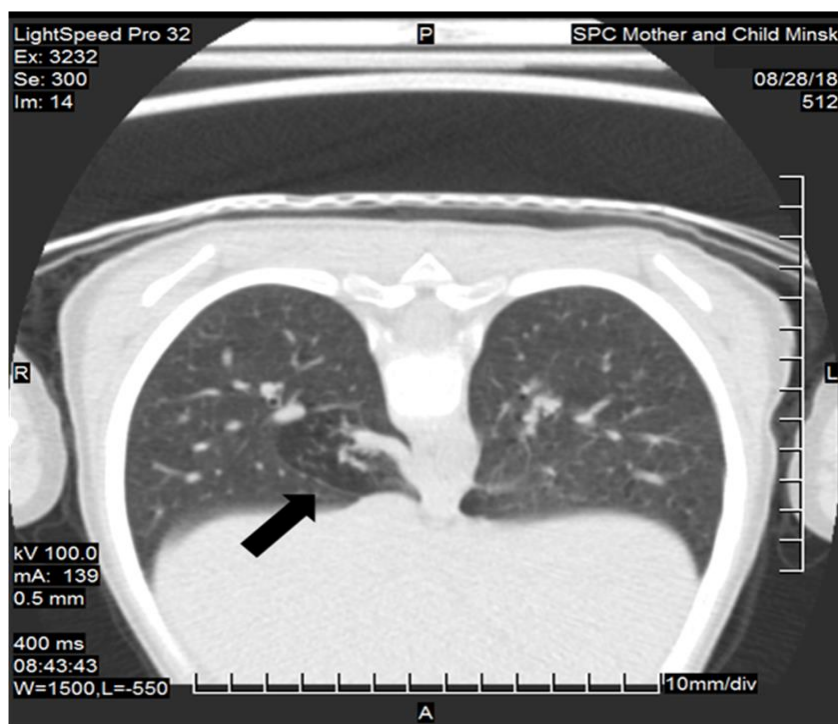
Рисунок – Компьютерная томограмма легких пациента, аксиальная проекция (стрелкой показана легочная секвестрация)
